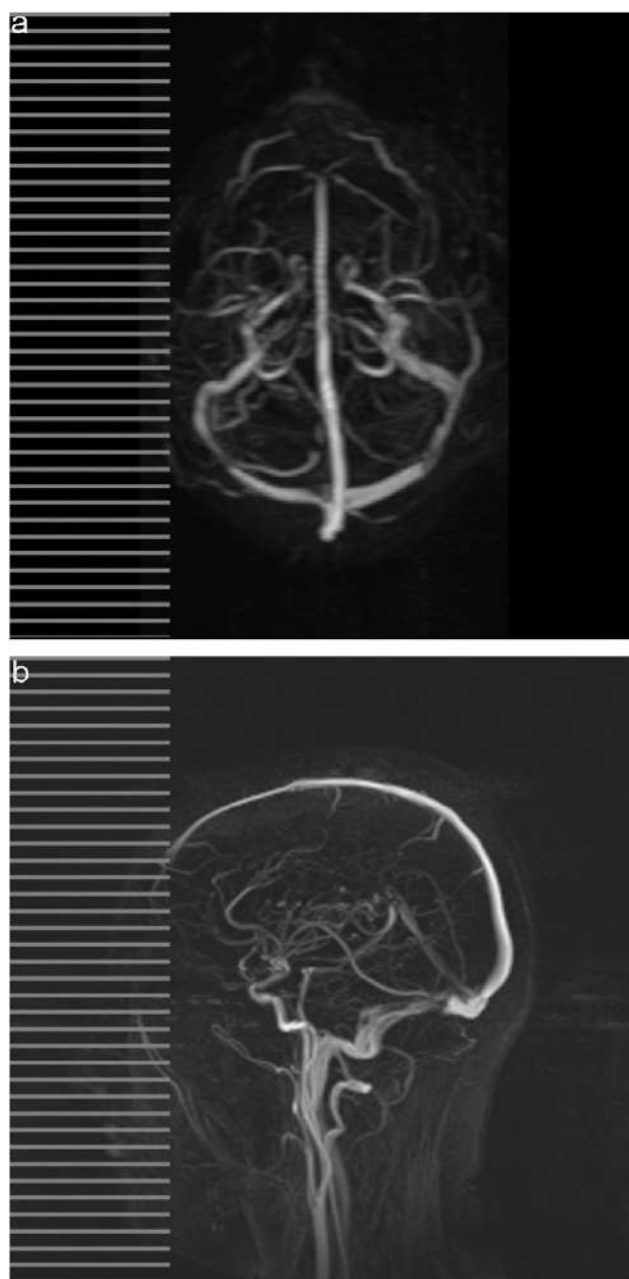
a y b Trombosis parcial de ambos senos transversos con mejoría radiológica (resonancia magnética con angiografía).
